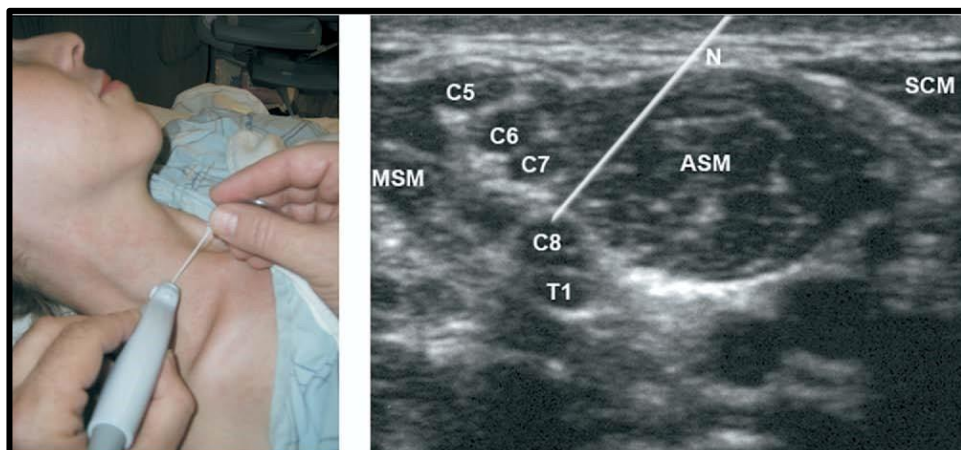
[87]bloc interscalénique à l'échographie (A) dans l'exemple, l'aiguille est introduite par voie antérieure, la sonde est positionnée dans un plan oblique axial. (B) échographie N : aiguille; ASM : muscle scalène antérieur; MSM : muscle scalène moyen; SCM : sternocléidomastoïdien.
